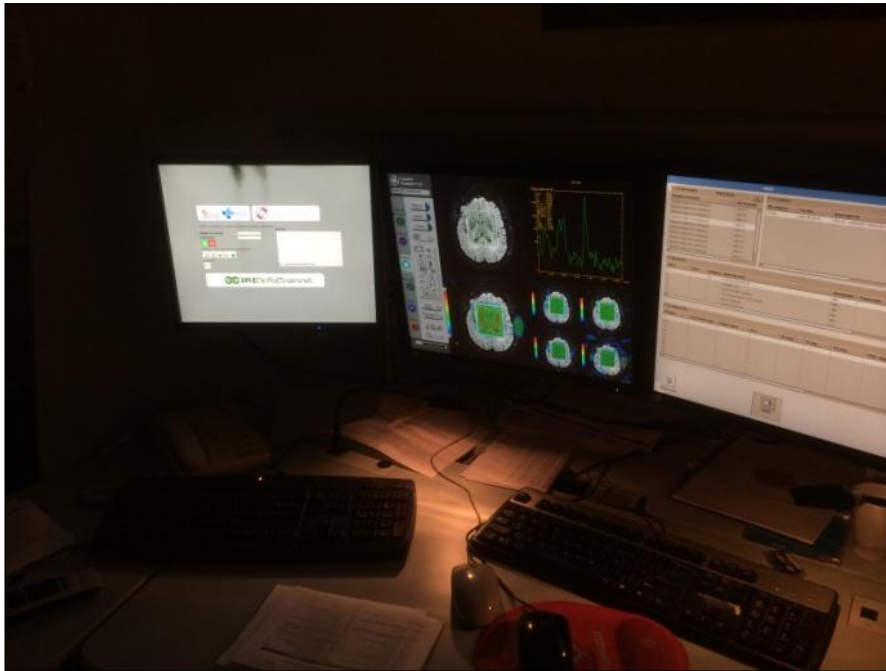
Estación de trabajo de RM, de GE, versión 4.2.
